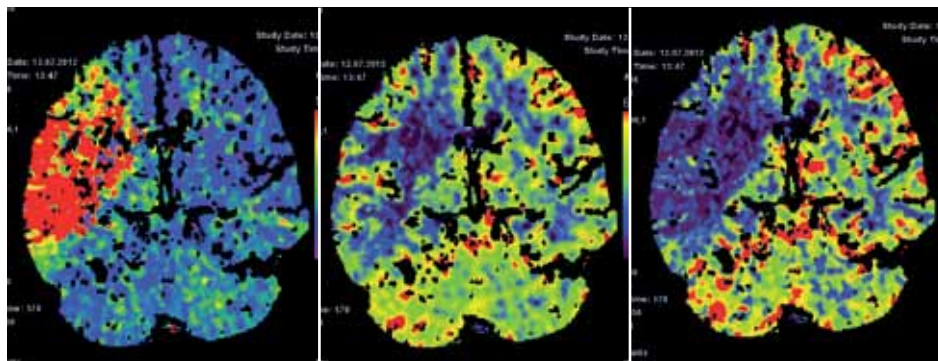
CT-Perfusionsaufnahmen eines 43-jährigen mit einer schweren Halbseitenlähmung seit 1,5 Stunden. Das mittlere Bild zeigt das bereits verlorene Hirngewebe in dunkelblau; das linke und rechte Bild zeigen zusätzlich das gefährdete, aber noch rettbare Hirngewebe.
